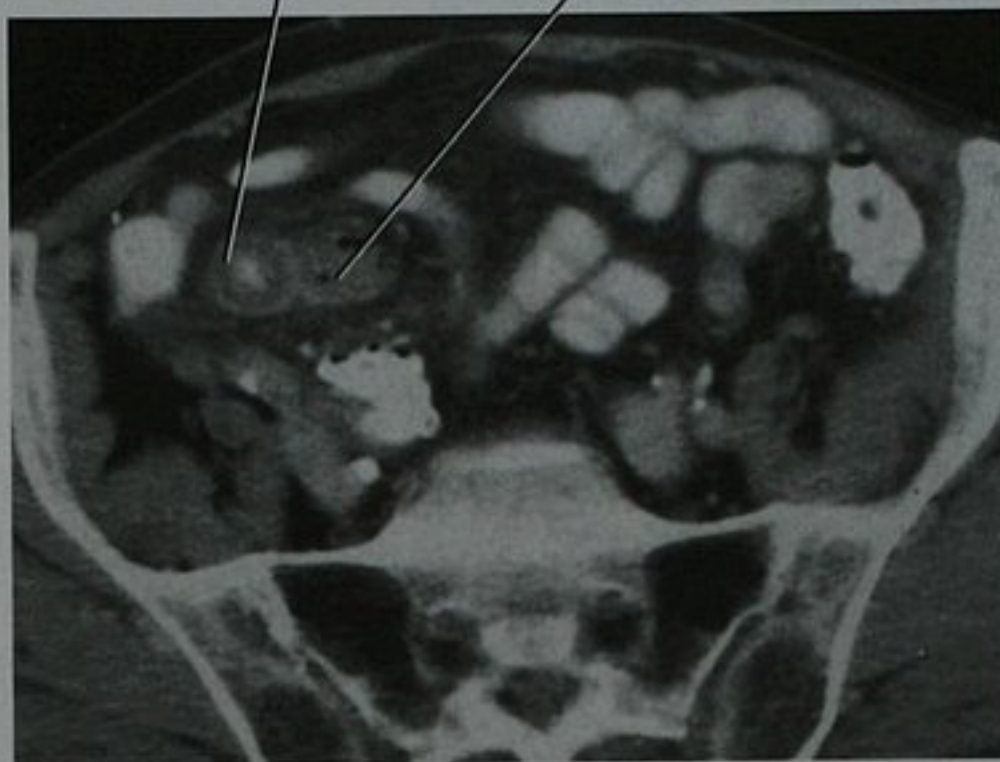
盆腔上部增强 CT 扫描,右下腹痛患者。术中发现梅克尔憩室炎
